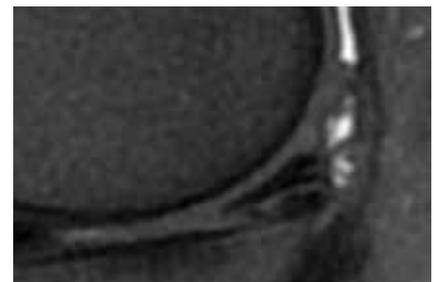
MRT der horizontalen Läsion
